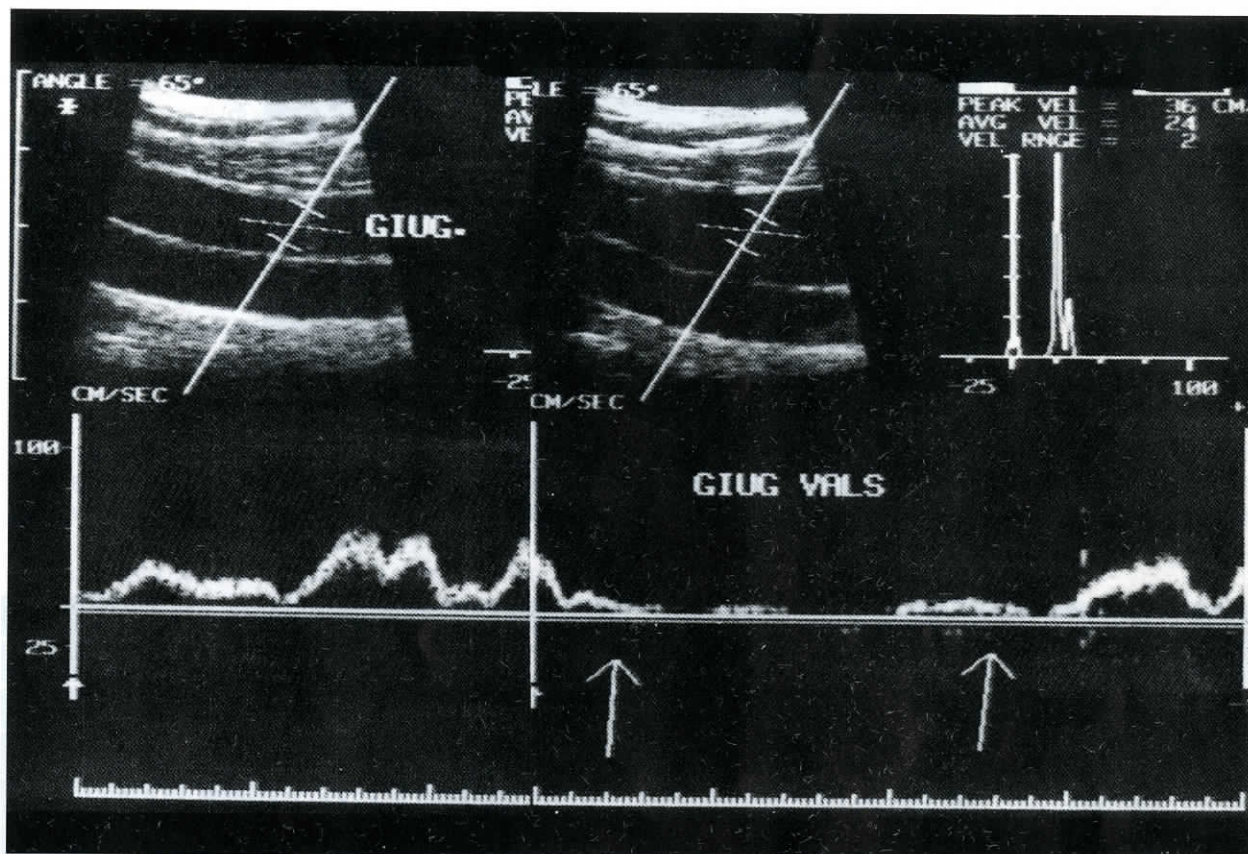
Fotomontaggio di 2 immagini di ecodoppler della vena giugulare interna il cui grafico flussimetrico mostra (freccie) il test funzionale con la manovra di Valsalva.
